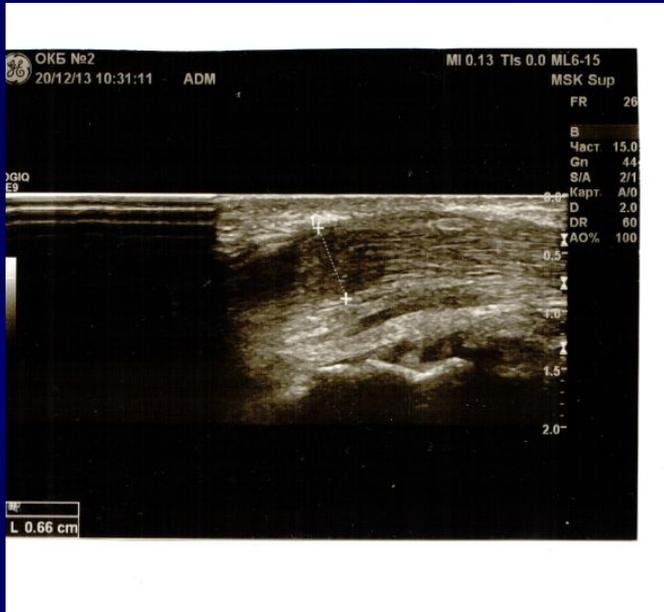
УЗИ исследование области карпального канала и кисти больной М, 32 лет, в отдаленном периоде после операции
